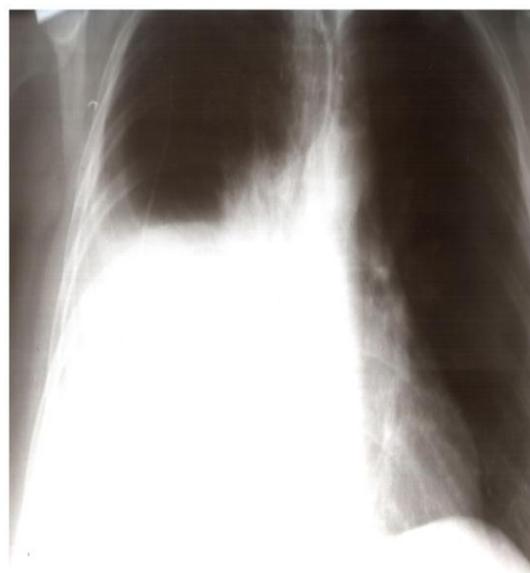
Обзорная рентгенография органов грудной клетки. Средний гидроторакс справа.
